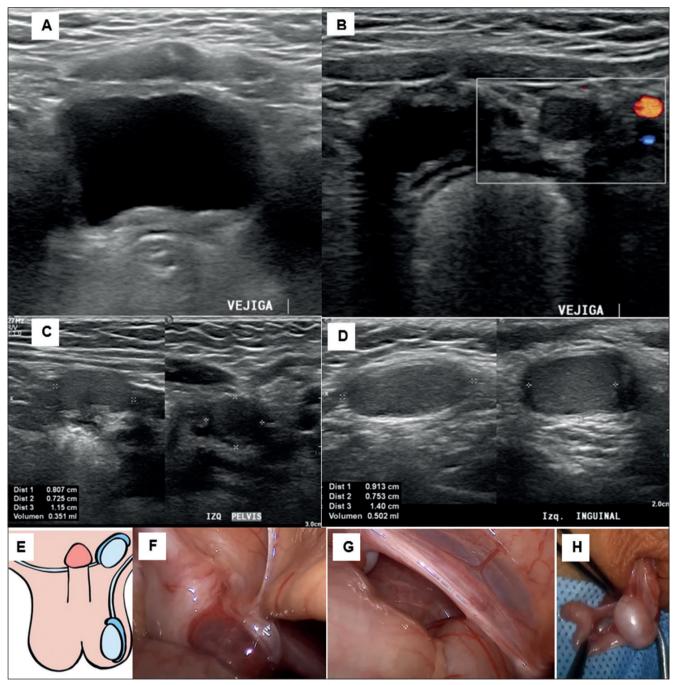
Hallazgos imagenológicos e intraoperatorios Caso 2. Ecografía pélvica sin evidencia de remanentes müllerianos (A), testículo derecho a izquierda, lateral a la vejiga (volumen 0,35 cc) (B y C). Ecografía inguinal y escrotal mostrando el testículo izquierdo en conducto inguinal ipsilateral (0,5 cc) (D). Representación esquemática de ectopia testicular transversa derecha (E). Imágenes intraoperatorias de testículo derecho adyacente al orificio inguinal profundo izquierdo (F y G). Testículo derecho descendido al escroto ipsilateral (H).
